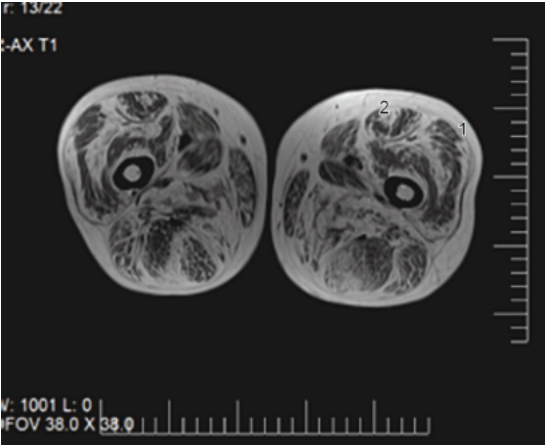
Miopatia de Bethlem. Ressonância magnética de coxas e pernas, observando-se hipersinal periférico em vasto lateral (1) e central anterior em retos femorais (2). (Fonte: Hospital Sarah, Brasília.)
